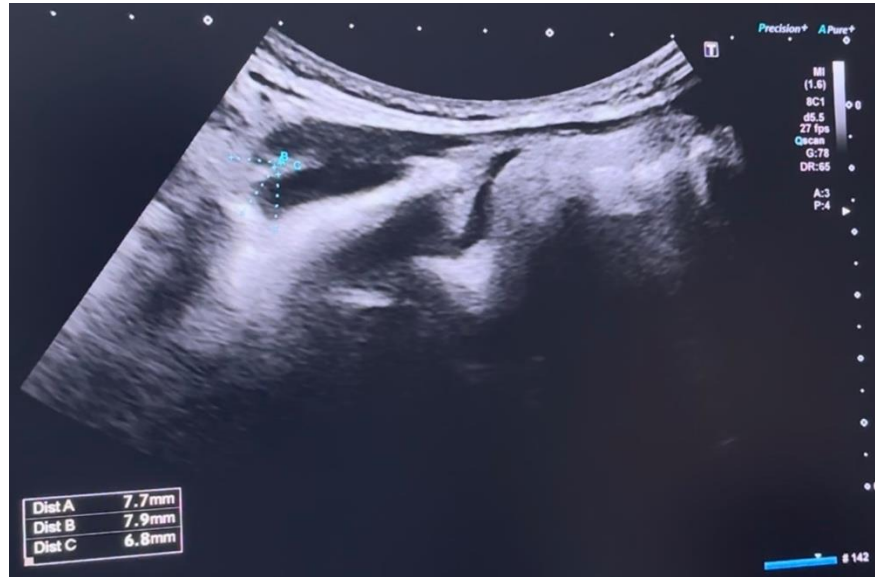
USG ve T-H arası mesafenin en yakın oldukları konumdaki ölçümü
